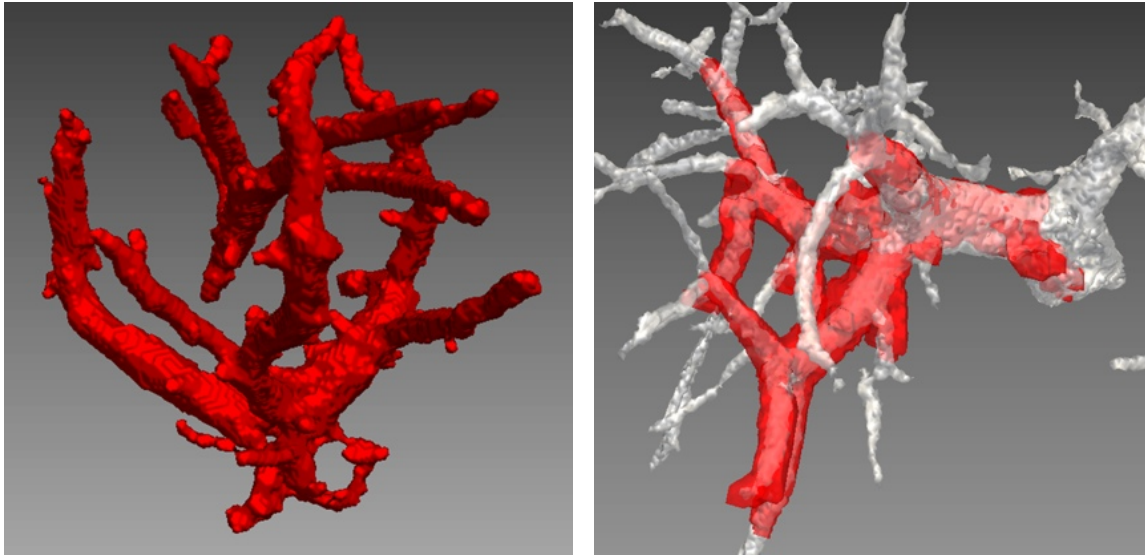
Visualisierung des Segmentierungsergebnisses in Form eines Oberflächenmodells der Gefäßstrukturen. In Rot sind die Gefäße aus den B-Mode-Bilddaten gezeigt. Im rechten Bild sind zum Vergleich die dazu korrelierenden Gefäße aus dem CT in Weiß dargestellt.
